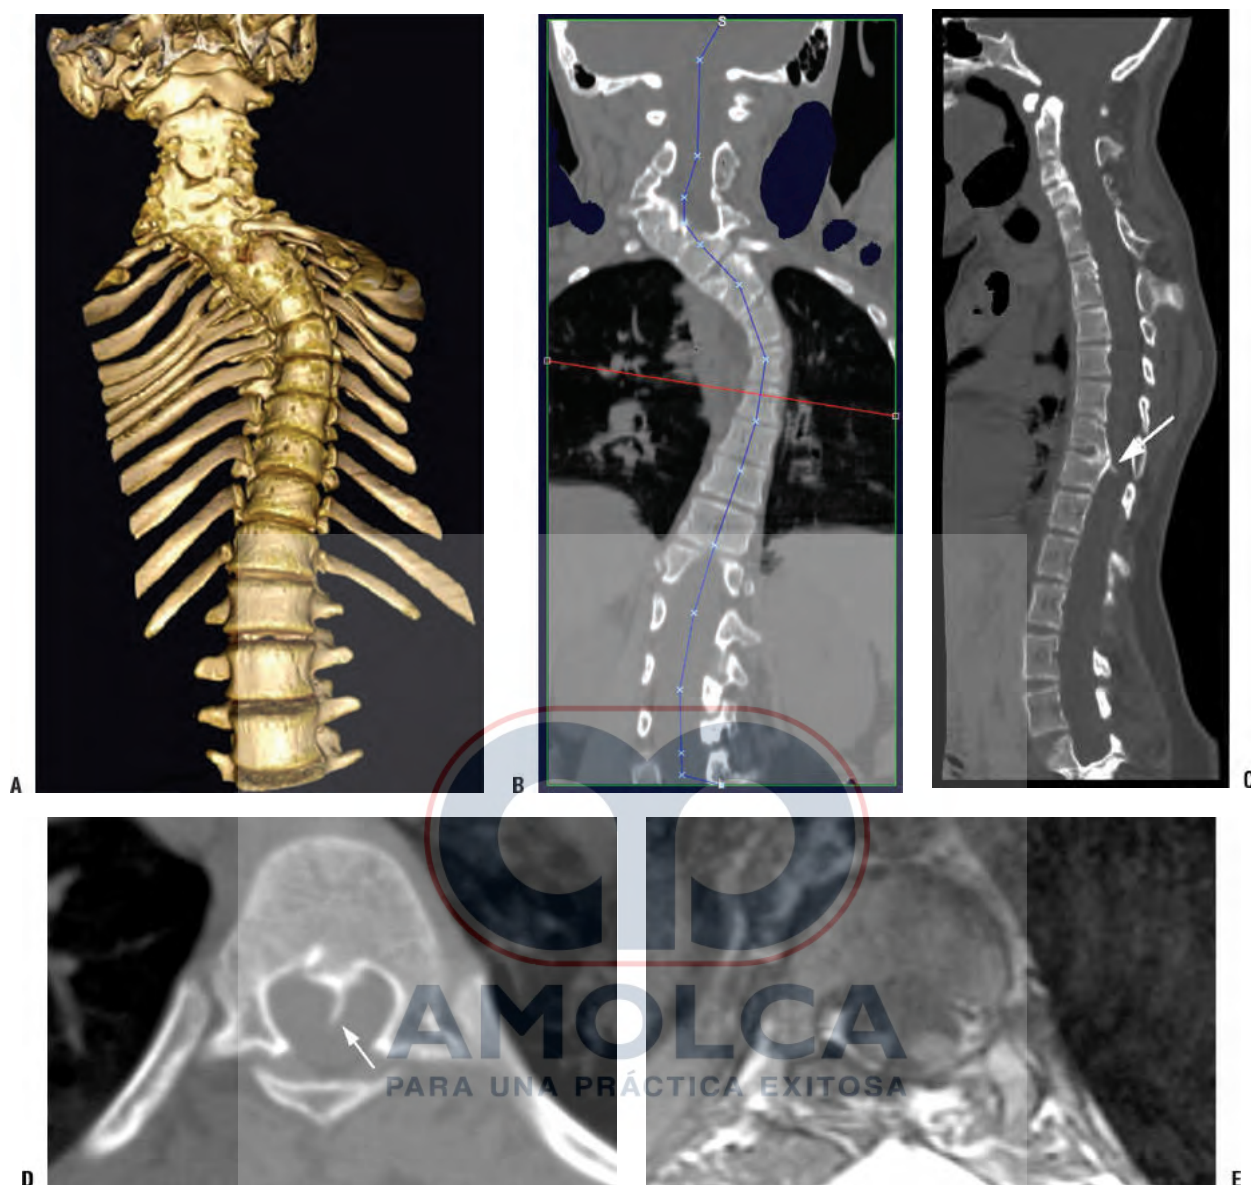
MDCT utilizado para la evaluación de un paciente de 12 años de edad, con escoliosis congénita y diastematomielia. A: imagen en 3D que muestra una escoliosis cervical y torácica severa causada por anomalías congénitas de segmentación. B: imagen coronal reformateada utilizada en la planificación de la reforma planar curva con el fin de enderezar la columna vertebral. C: reforma planar curva en el plano sagital que muestra las anomalías de segmentación en la columna cervical y torácica. En el nivel de T12, un pico de hueso (*flecha*) se ve surgir desde el cuerpo posterior; esto representa una diastematomielia. D: corte axial a través de T12 que muestra el pico óseo (*flecha*) con mayor ventaja. E: imagen de resonancia magnética (MRI) ponderada en T1 a través de T12 que muestra el pico óseo dividiendo la médula espinal en dos.
